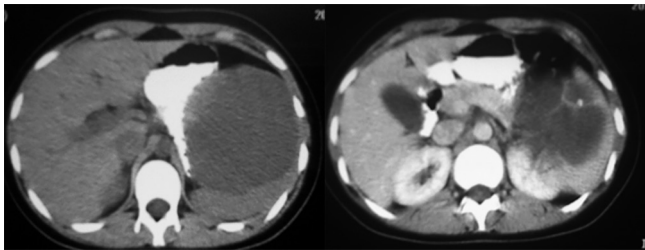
CT mostrando cisto esplênico gigante comprimindo o estômago
